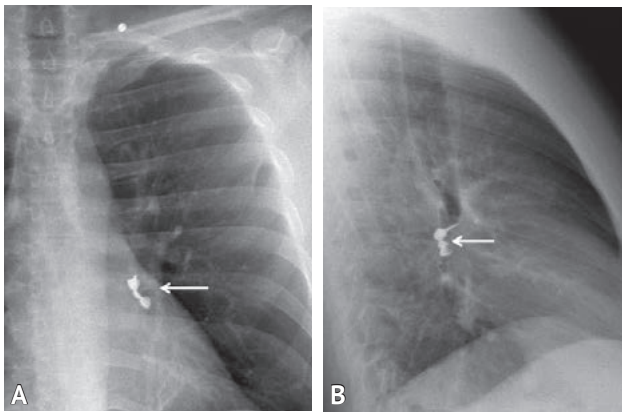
Рентгенограммы груди в прямой (А) и боковой (В) проекциях
